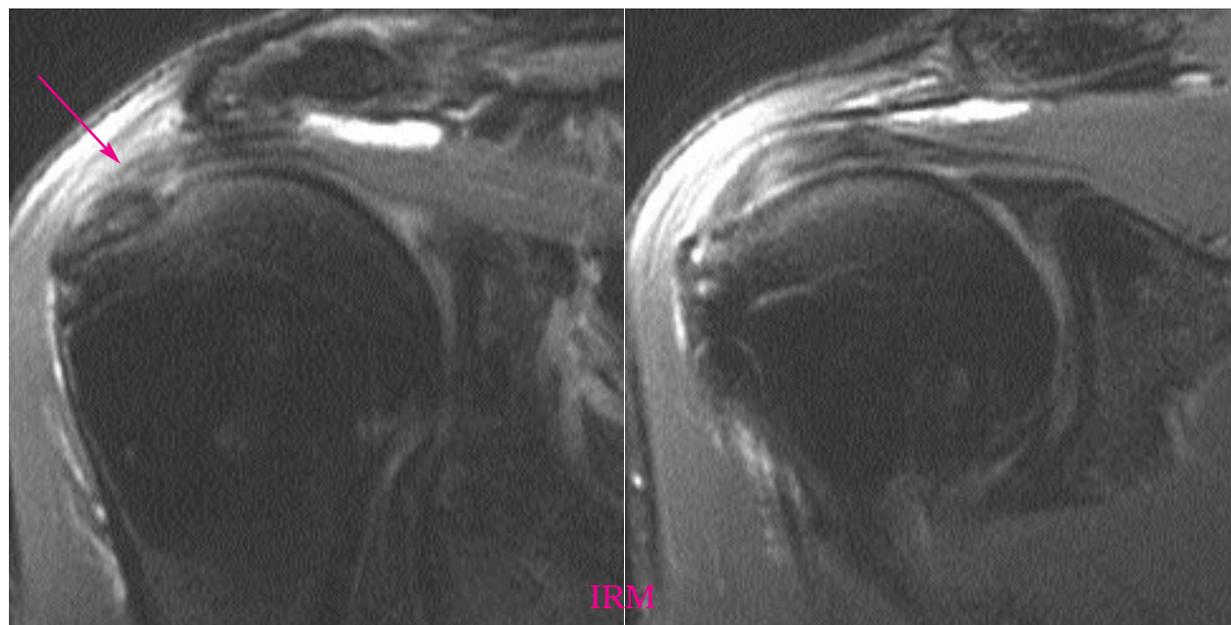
IRM Coupes coronales et sagittales en T2 Fat Sat et coupes correspondantes de l'arthroscanner réalisé 10 jours plus tard. IRM : Hypersignal intra-tendineux diffus du supra-épineux avec vraisemblable fissuration partielle de la face profonde (flèche) et kyste à la jonction myo- tendineuse de l'infra-épineux (flèche double) faisant évoquer la présence d'un clivage. Epanchement de la bourse sous acromio-deltoidienne (BSAD) sans épanchement intra-articulaire. Arthroscanner : Fissuration transfixiante avec opacification de la BSAD et clivages étendus des supra- et infra-épineux avec opacification du kyste de l'infra-épineux (flèche double).
